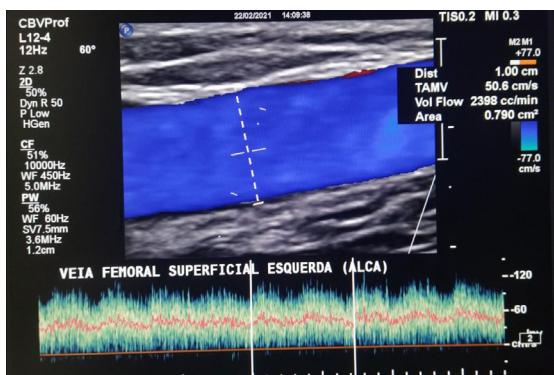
Doppler de controle de 3 meses. Imagem mostrando diâmetro da veia femoral superficial de 10 mm e volume de fluxo próximo de 2,4 L/min. Ausência de estenoses no segmento médio venoso.
